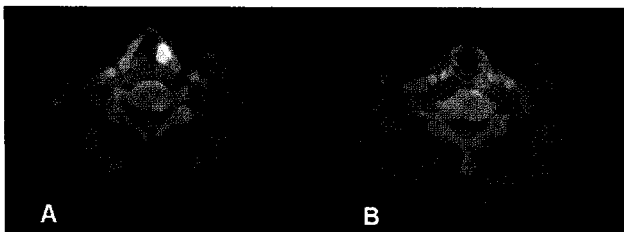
FDG PET-CT fusion images of a patients with right vocal cord palsy from phonation group show hypermetabolic activity of non-paralyzed contralateral thyroarytenoid muscle area(A) and contralateral lateral cricoarytenoid muscle area (B).
